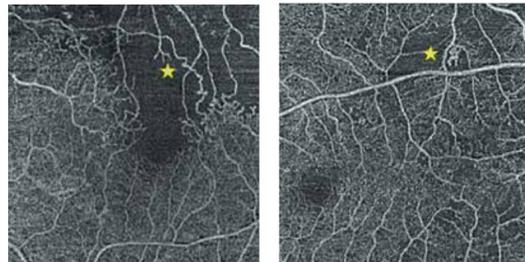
ОКТ-ангиограмма пациента с окклюзией ветви вены сетчатки: визуализируется неперфузируемая область, распространяющаяся на границу аваскулярной зоны фovea
